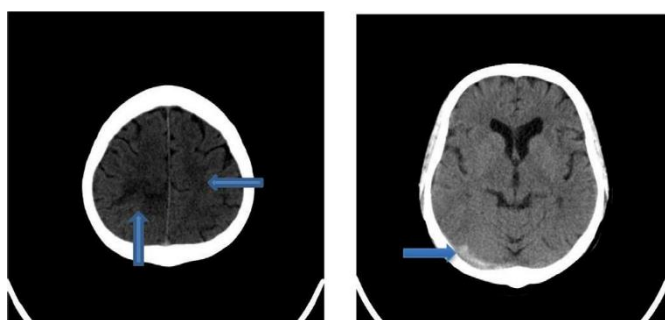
Imagens representativas de casos de TSV em doentes com COVID-19. TC com duas áreas de enfarte – hipodensidade nos lobos parietais – zonas assinaladas pelas setas azuis (esquerda). TC com zona de hiperdensidade no seio transversal direito, que sugere a presença de um trombo (direita) (Bolaji et al., 2020).
